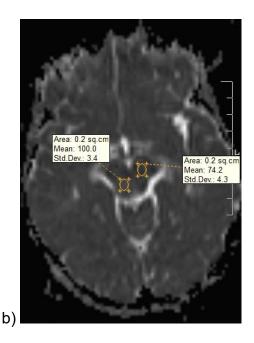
Cortes axiales de RM de la paciente. a) Sopesado en T1, donde se muestran las dimensiones de la lesión. Hipointensa. b) Mapa de ADC correspondiente al tumor tiene 1,00±0,03 mm²/s mientras que la zona sana presenta 0,74±0,04 mm²/s.
